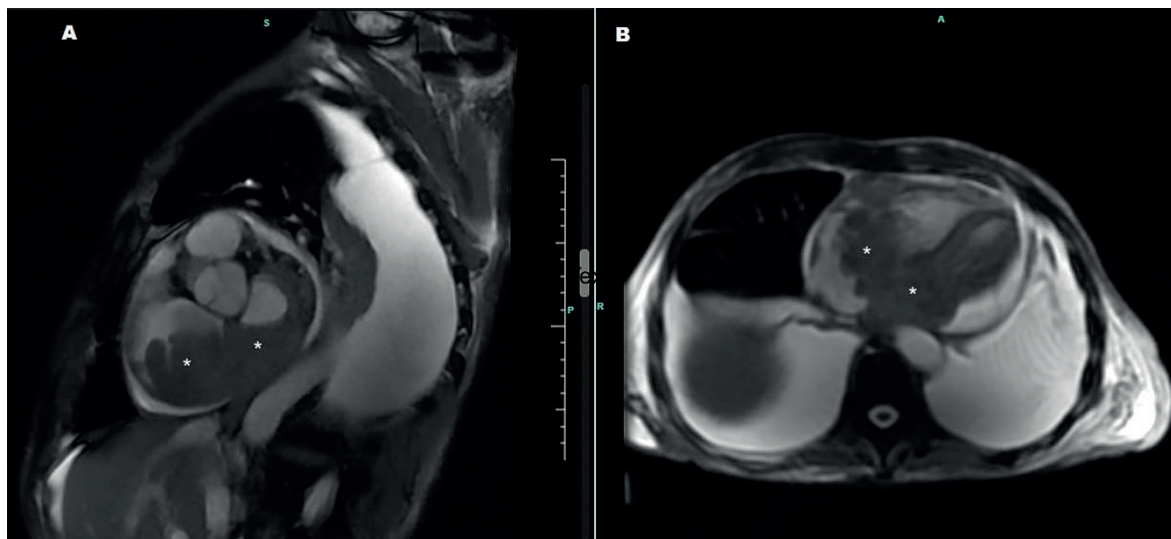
Ressonância Magnética demonstrando a extensão do envolvimento cardíaco pelo linfoma (*) demonstrados nos eixos sagital (A) e transversal (B), além de derrame pericárdico e pleural bilateral.
